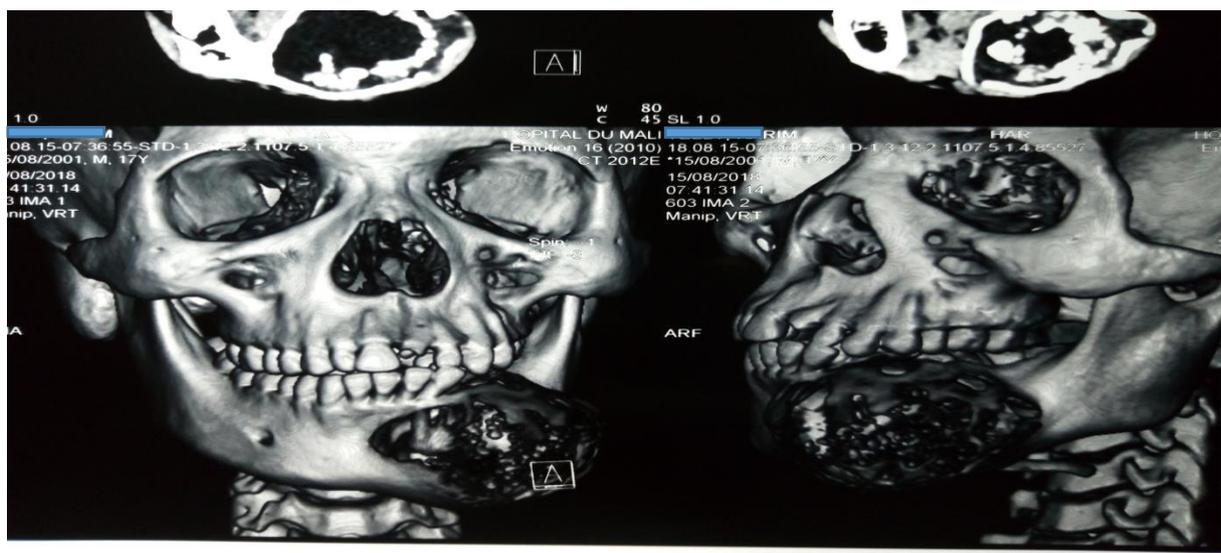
Image TDM en coupe coronale du même patient.
